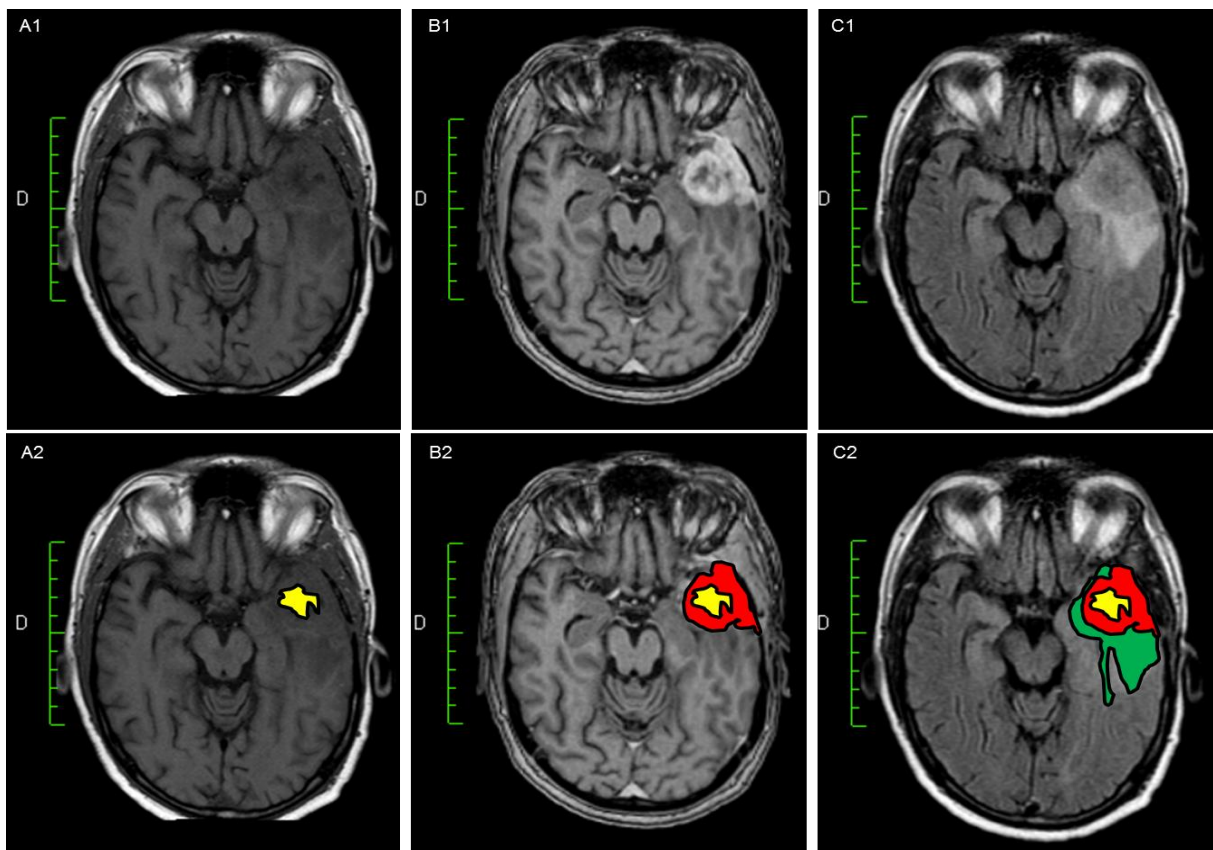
Left temporal glioblastoma. Panel A1, MRI T1SE weighted images; Panel A2, same panel as A1 with central necrotic area indicated in yellow; Panel B1, MRI T1SE weighted images with gadolinium infusion showing contrast enhancement; Panel B2, same panel as B1 with the tumor proliferative forehead indicated in red; Panel C1, MRI T2 FLAIR weighted images; Panel C2, same panel as C1 with the brain adjacent the tumor indicated in green.
